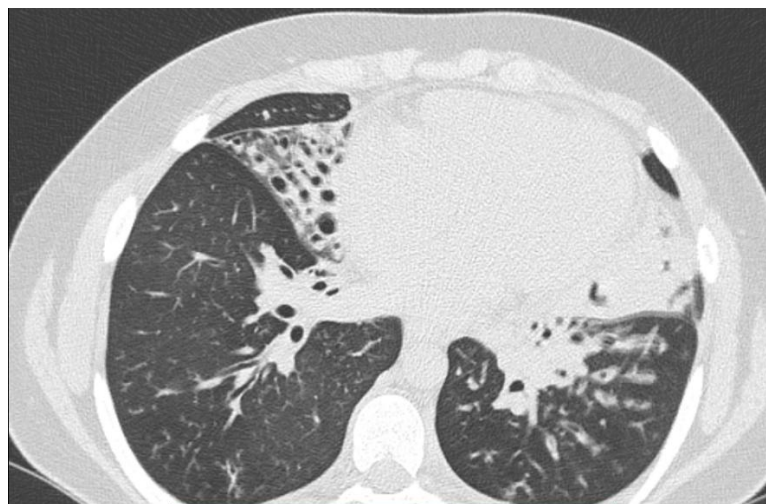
Бронхоэктазы в средней доле правого легкого, верхней и нижней доле левого легкого по данным компьютерной томографии легких. Генотип: *OFD1 c.2674C>T (p.Gln892*)*. Гемизигота
